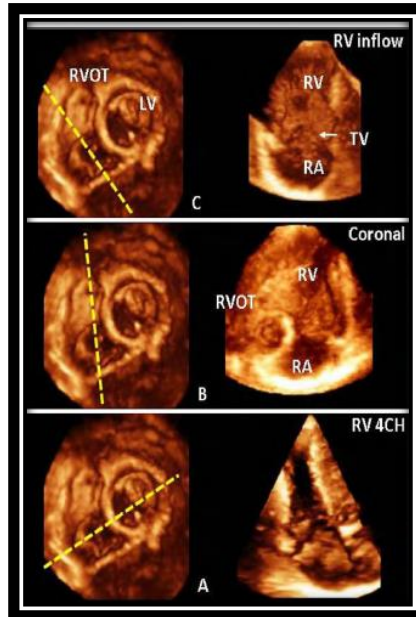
Avaliação ventricular direita por Ecocardiografia 4D
